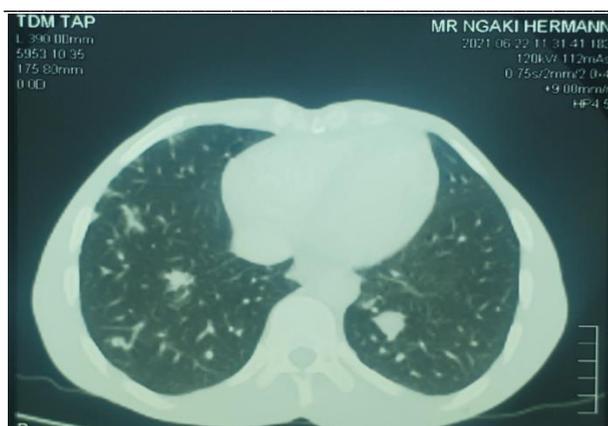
TDM thoracique en coupe coronale montrant de nombreuses hyperdensités focales en verre dépoli de taille variable.
